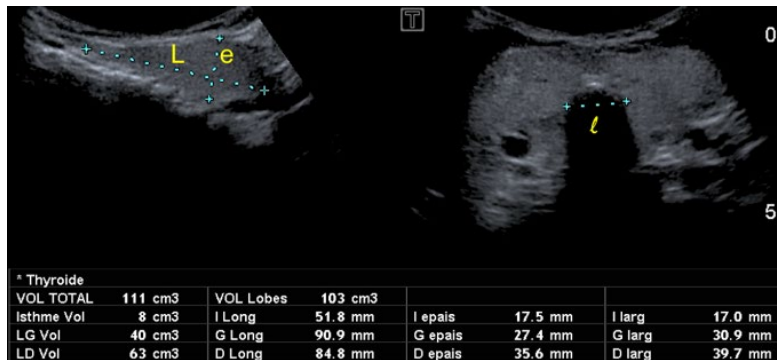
calcul du volume de l'isthme : l'échographe calcule automatiquement le volume des deux lobes et de l'isthme et fait automatiquement la somme des trois pour obtenir le volume thyroïdien total, ici très hypertrophié à plus de 110 cm³.
